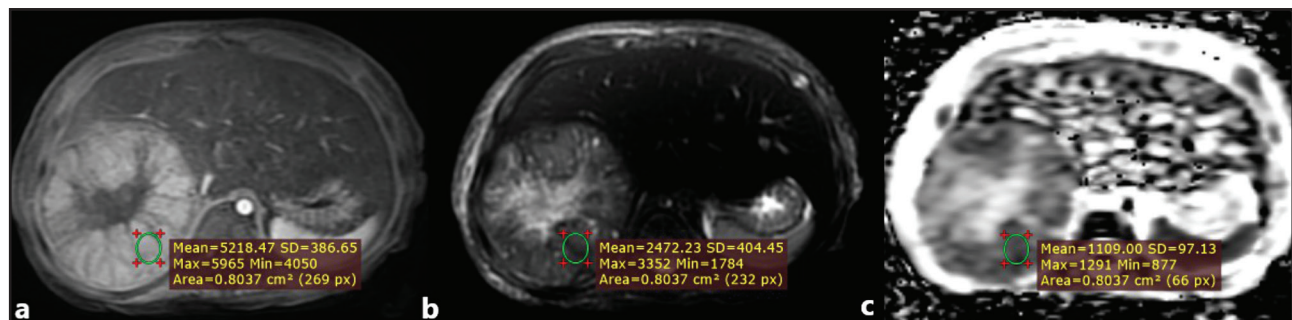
ADC measurements in a 9-month-year-old girl. In post-contrast T1-weighted (a), T2-weighted (b), and corresponding ADC map (c) images show a heterogeneous mass in the right lobe of the liver with central cystic hemorrhagic parts. The ADC measurements were obtained from the most enhancing non-hemorrhagic non-cystic part of the tumor, using ROIs. The mean ADC value for the selected ROI was $1,1109 \times 10^{-3}$ mm²/s. The tumor proved to be hepatoblastoma.
